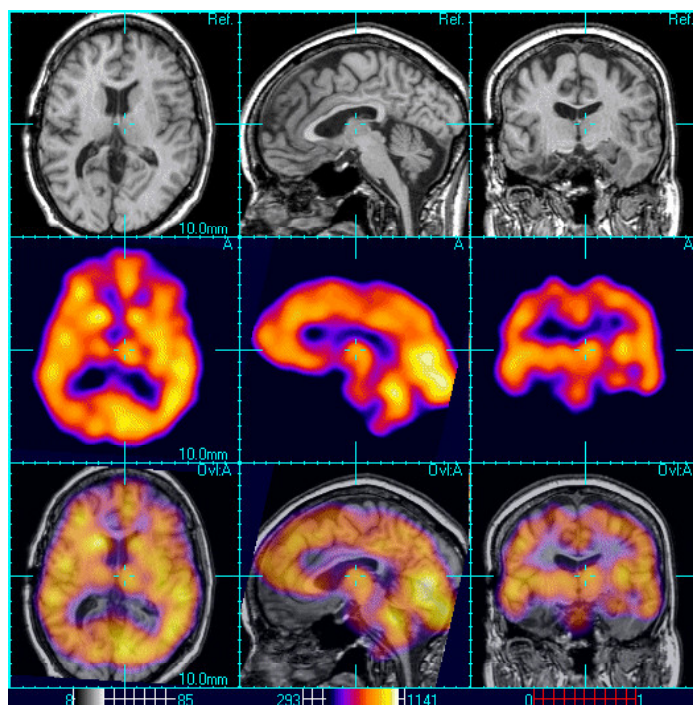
Imagem por SPECT (<https://meditronics.wordpress.com/spect/>, 25 de Outubro).
